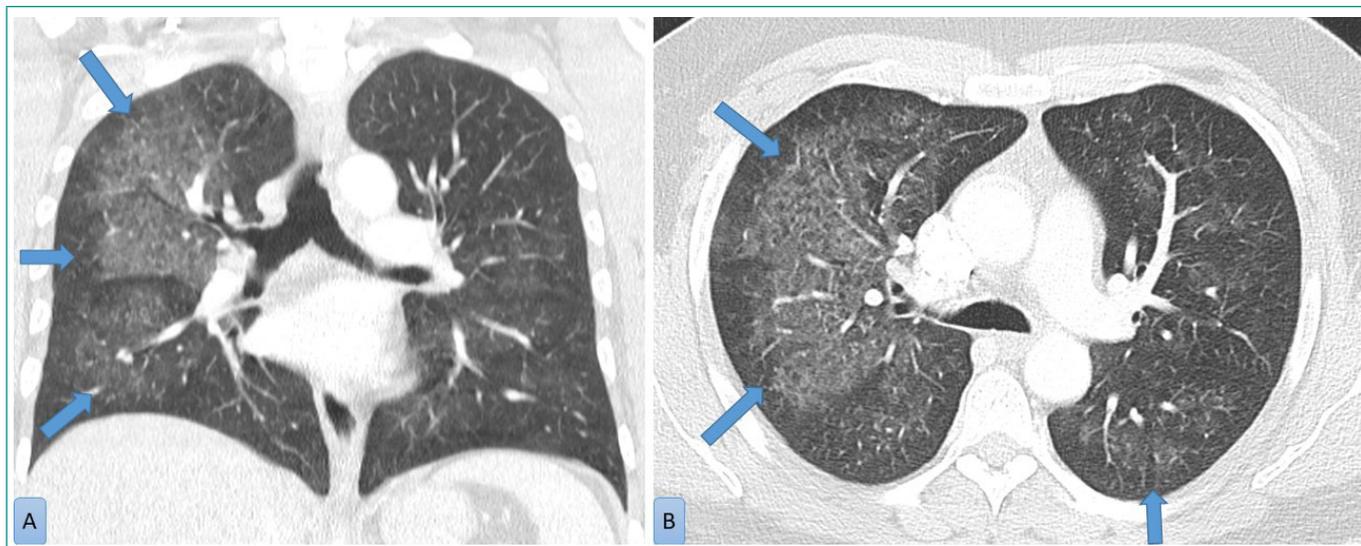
A: Corte coronal de TC torácico. B: Corte trasversal de TC torácico. Opacidades pulmonares bilaterales en vidrio deslustrado de predominio derecho.
